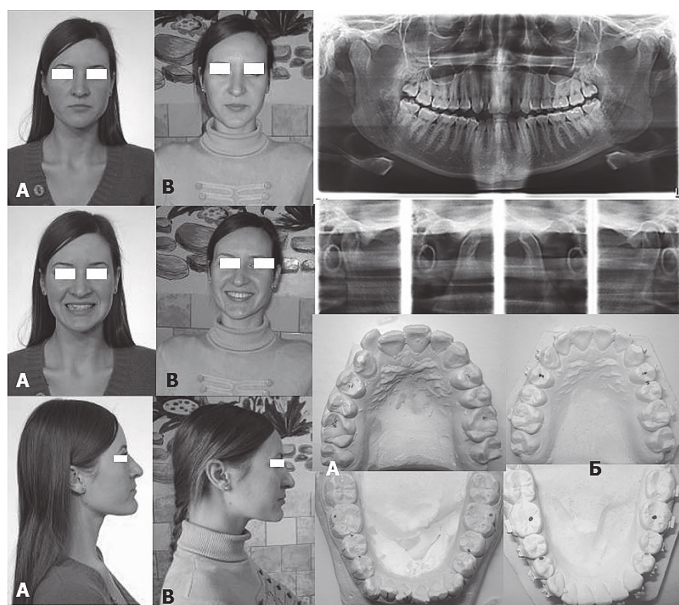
Фото лиц, зубних рядів та рентгенівські знімки пацієнтки П., 24 роки, карта обстеження № 2/139, у якій виявлено патологію прикусу І класу за Енглем, С3 верхньої та нижньої щелеп та м'язову дисфункцію СНЩС (зліва): А – до лікування; Б – на етапі лікування; В – через рік після лікування.
